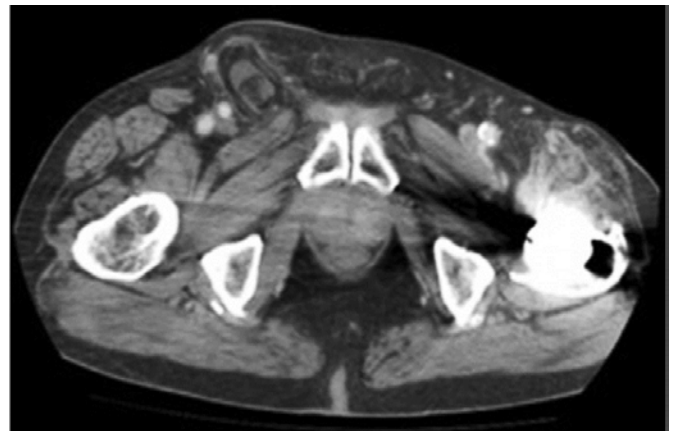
Tomografía computarizada vista anteroposterior de la hernia de Amyand descrita³⁸
